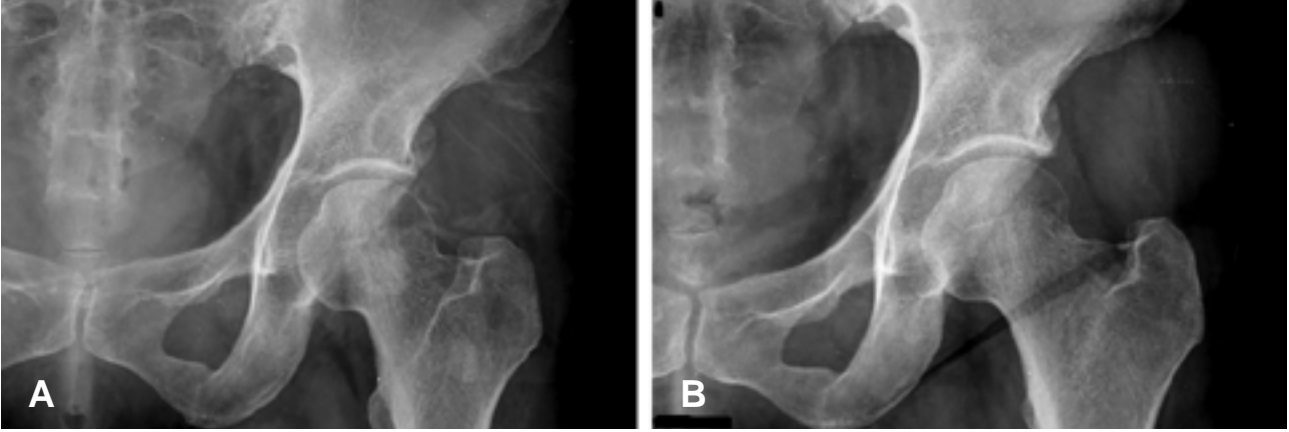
A 39 year-old woman with a calcific tendonitis of the rectus femoris muscle. (A) Initial AP radiograp demonstrate calcification at the superolateral aspect of left hip joint area. (B) 12months postoperatively, the radiograph demonstrate persistence of calcification which was seen in initial AP radiograph.
